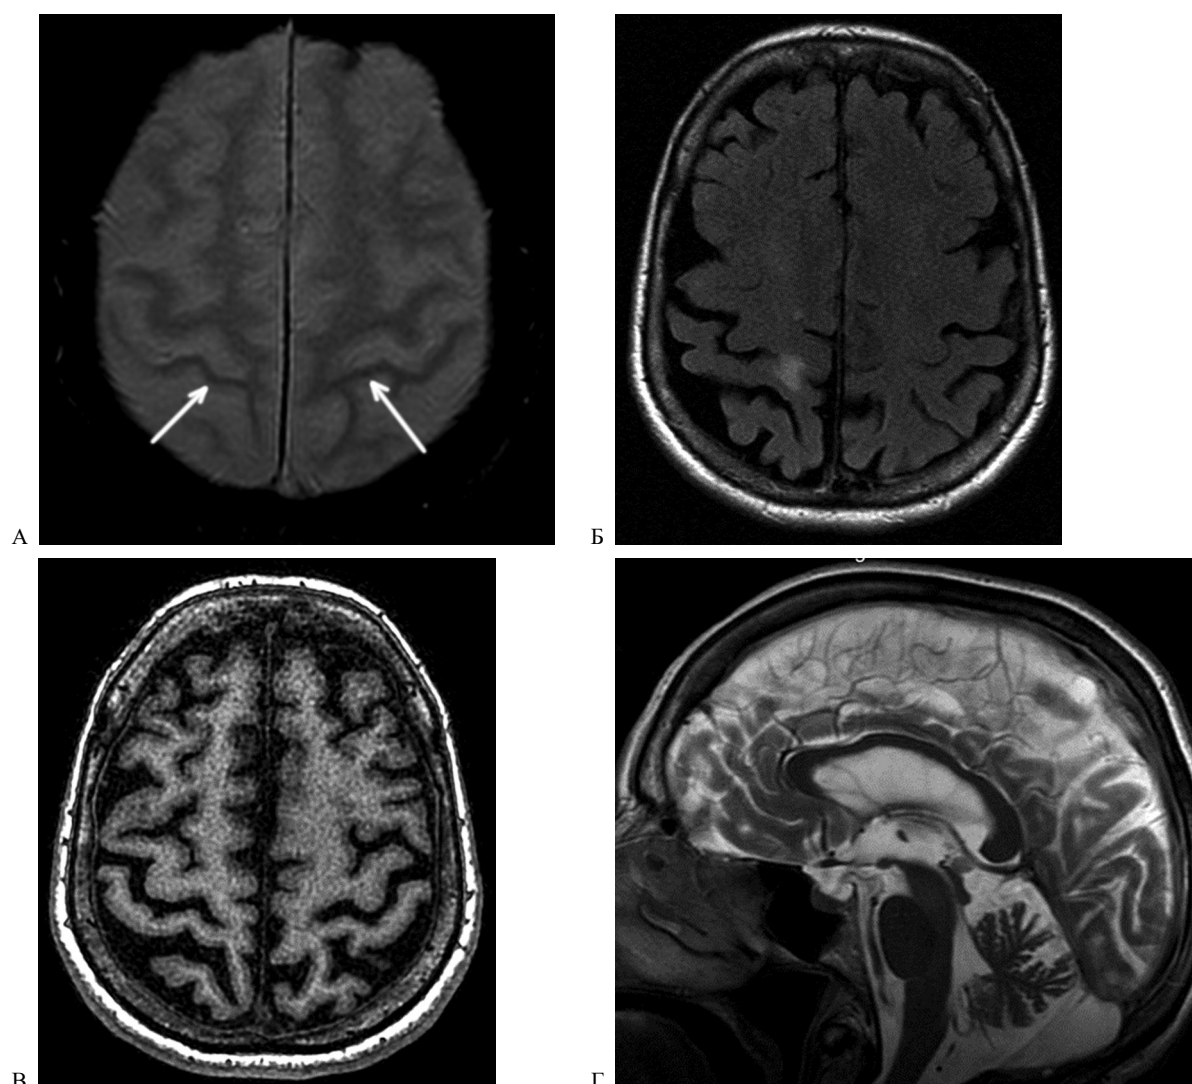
Томограммы пациентки: А. На аксиальных срезах в режиме T2 FLAIR в проекции правой прецентральной извилины визуализируется зона гиперинтенсивного МР-сигнала. Б. На аксиальных срезах в режиме T1 отмечается двухсторонняя атрофия прецентральной извилины, а также очаг гиперинтенсивного сигнала в белом веществе правой лобной доли сосудистого генеза. В. В режиме T2* визуализируется двустороннее снижение интенсивного сигнала по ходу коры прецентральных извилин, вероятно, вследствие накопления железа. Г. В режиме T2 в сагитальной плоскости визуализируется средний мозг, четверохолмная пластинка без очаговых изменений
